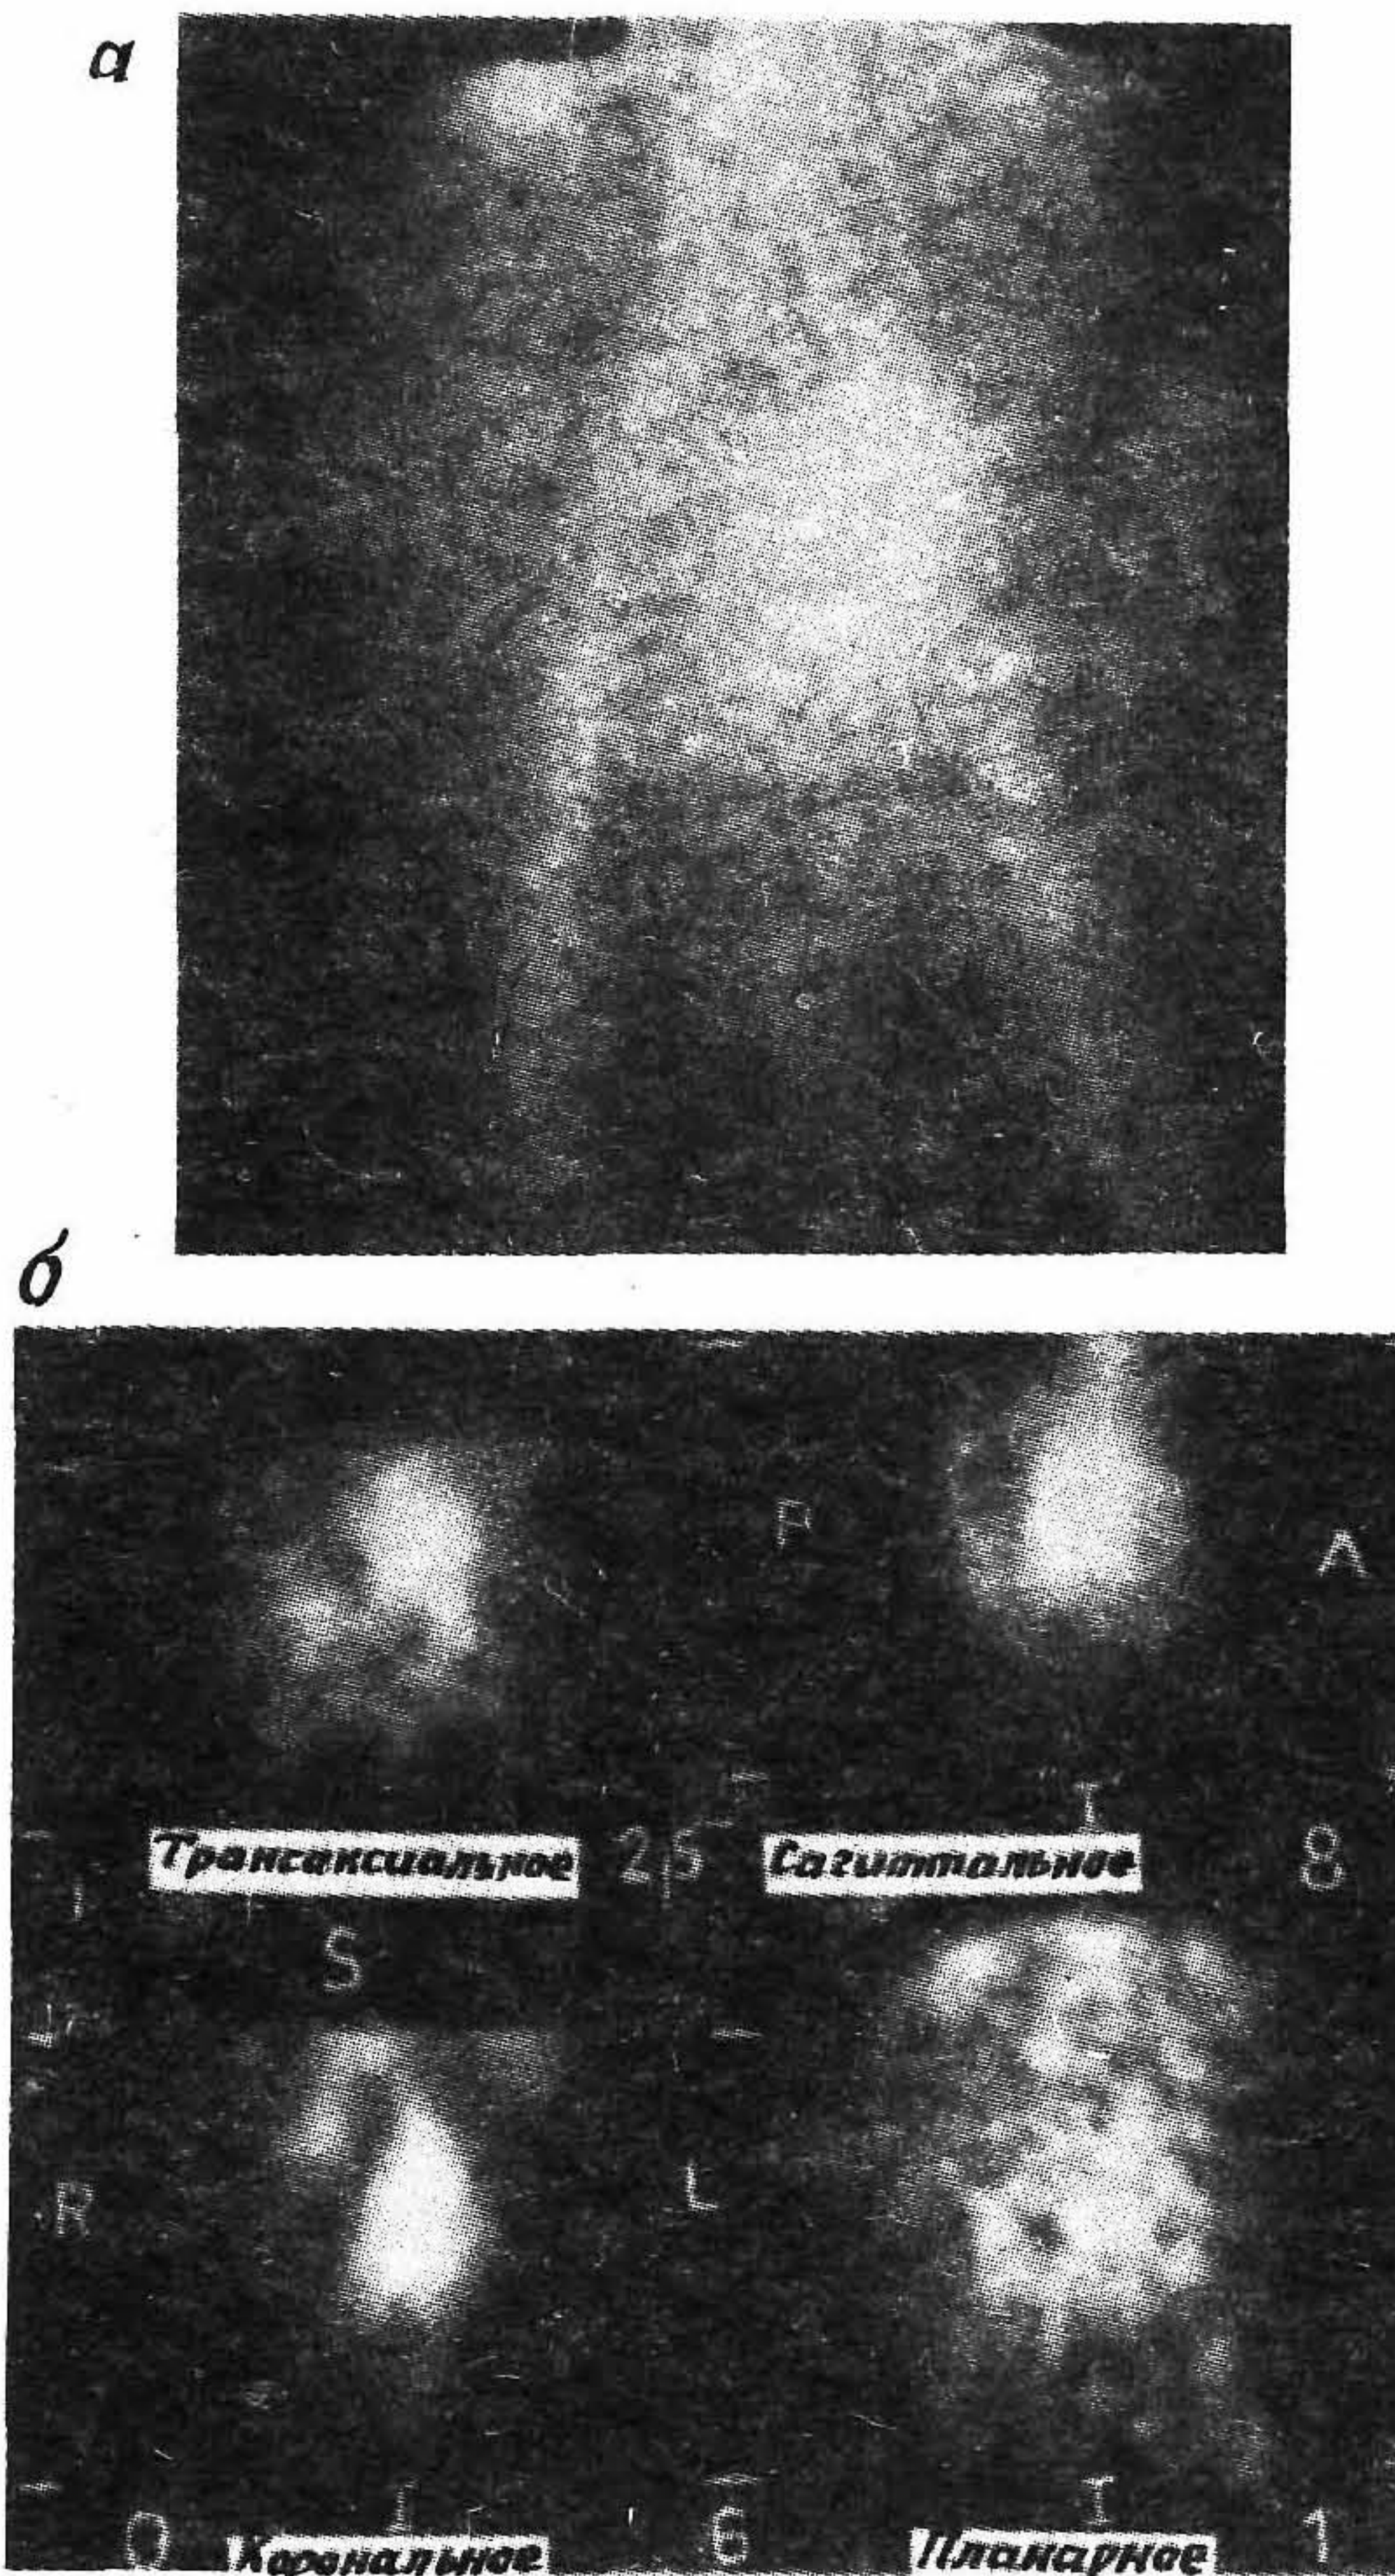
Планарная сцинтиграмма (а) и ОФЭКТ-изображение карциномы яичников (б), иллюстрирующие накопление антител, меченных препаратом ^{111}In —DTPA-M8.
